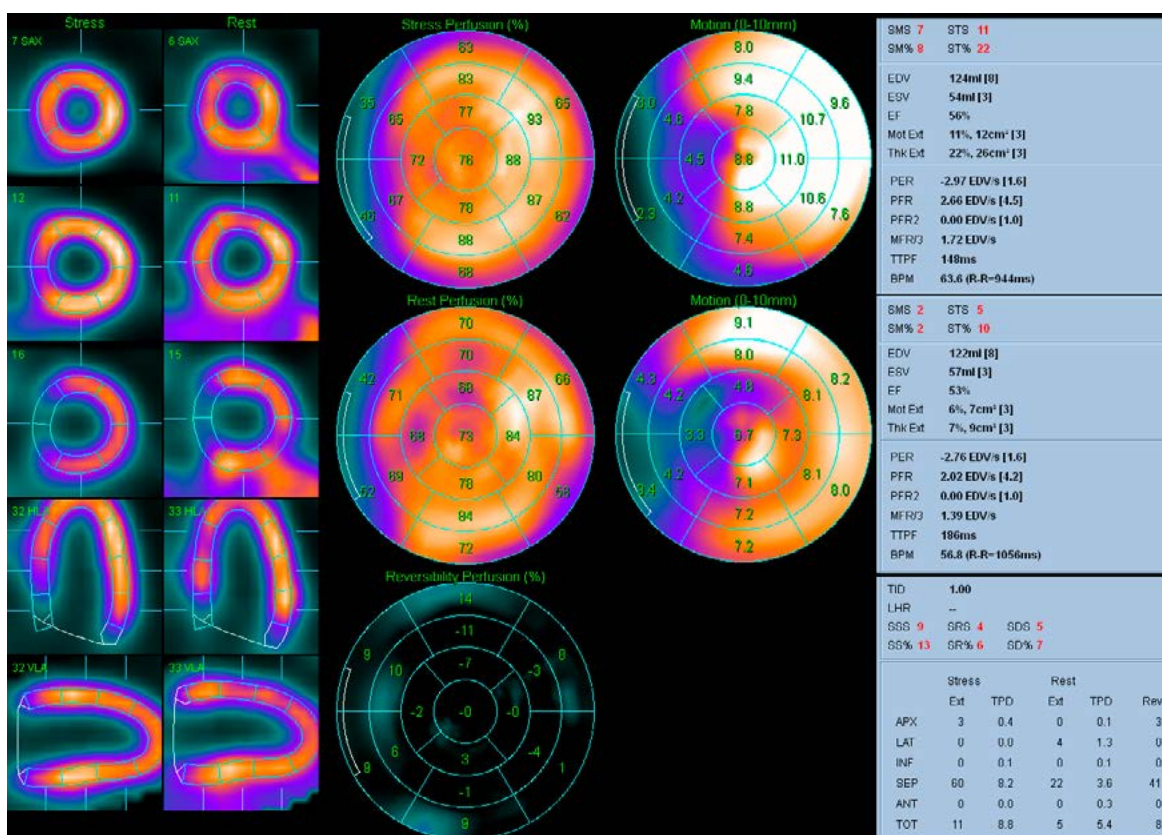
Картина диффузной неравномерности перфузии миокарда у пациента Б. 36 лет с дислипидемией (ОХС=7.5 ммоль/л), без установленной ИБС, с улучшением перфузии после нагрузки .
